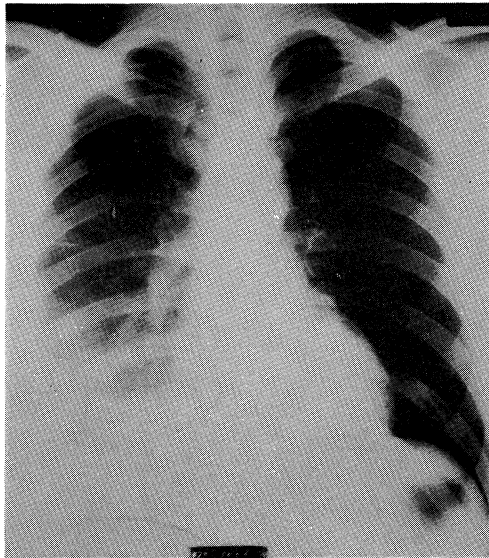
Chest X-ray film taken on June 3, showing right pleural effusion.
